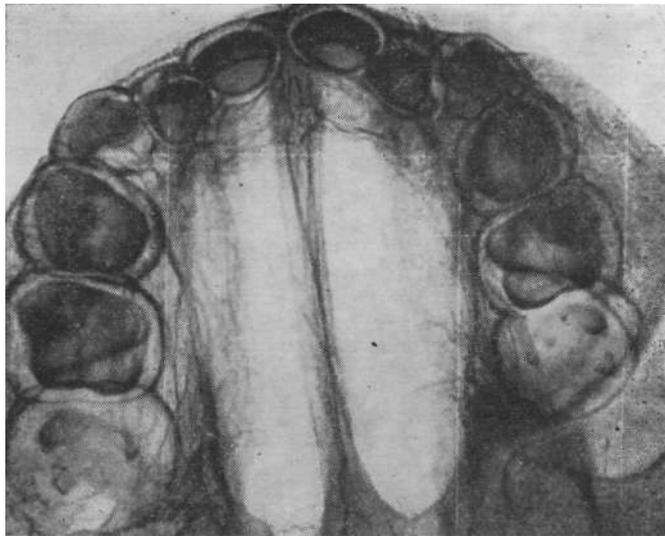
Рентгенограмма верхней челюсти трупа ребенка 6 мес. Отчетливо контурируются все 10 зачатков молочных зубов, определяется минерализация их жевательных и режущих поверхностей, выявляются бугры моляров.
